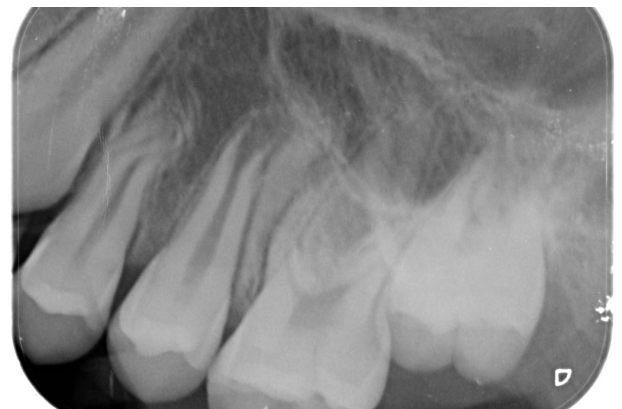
Radiografía retroalveolar después de 1 año.
